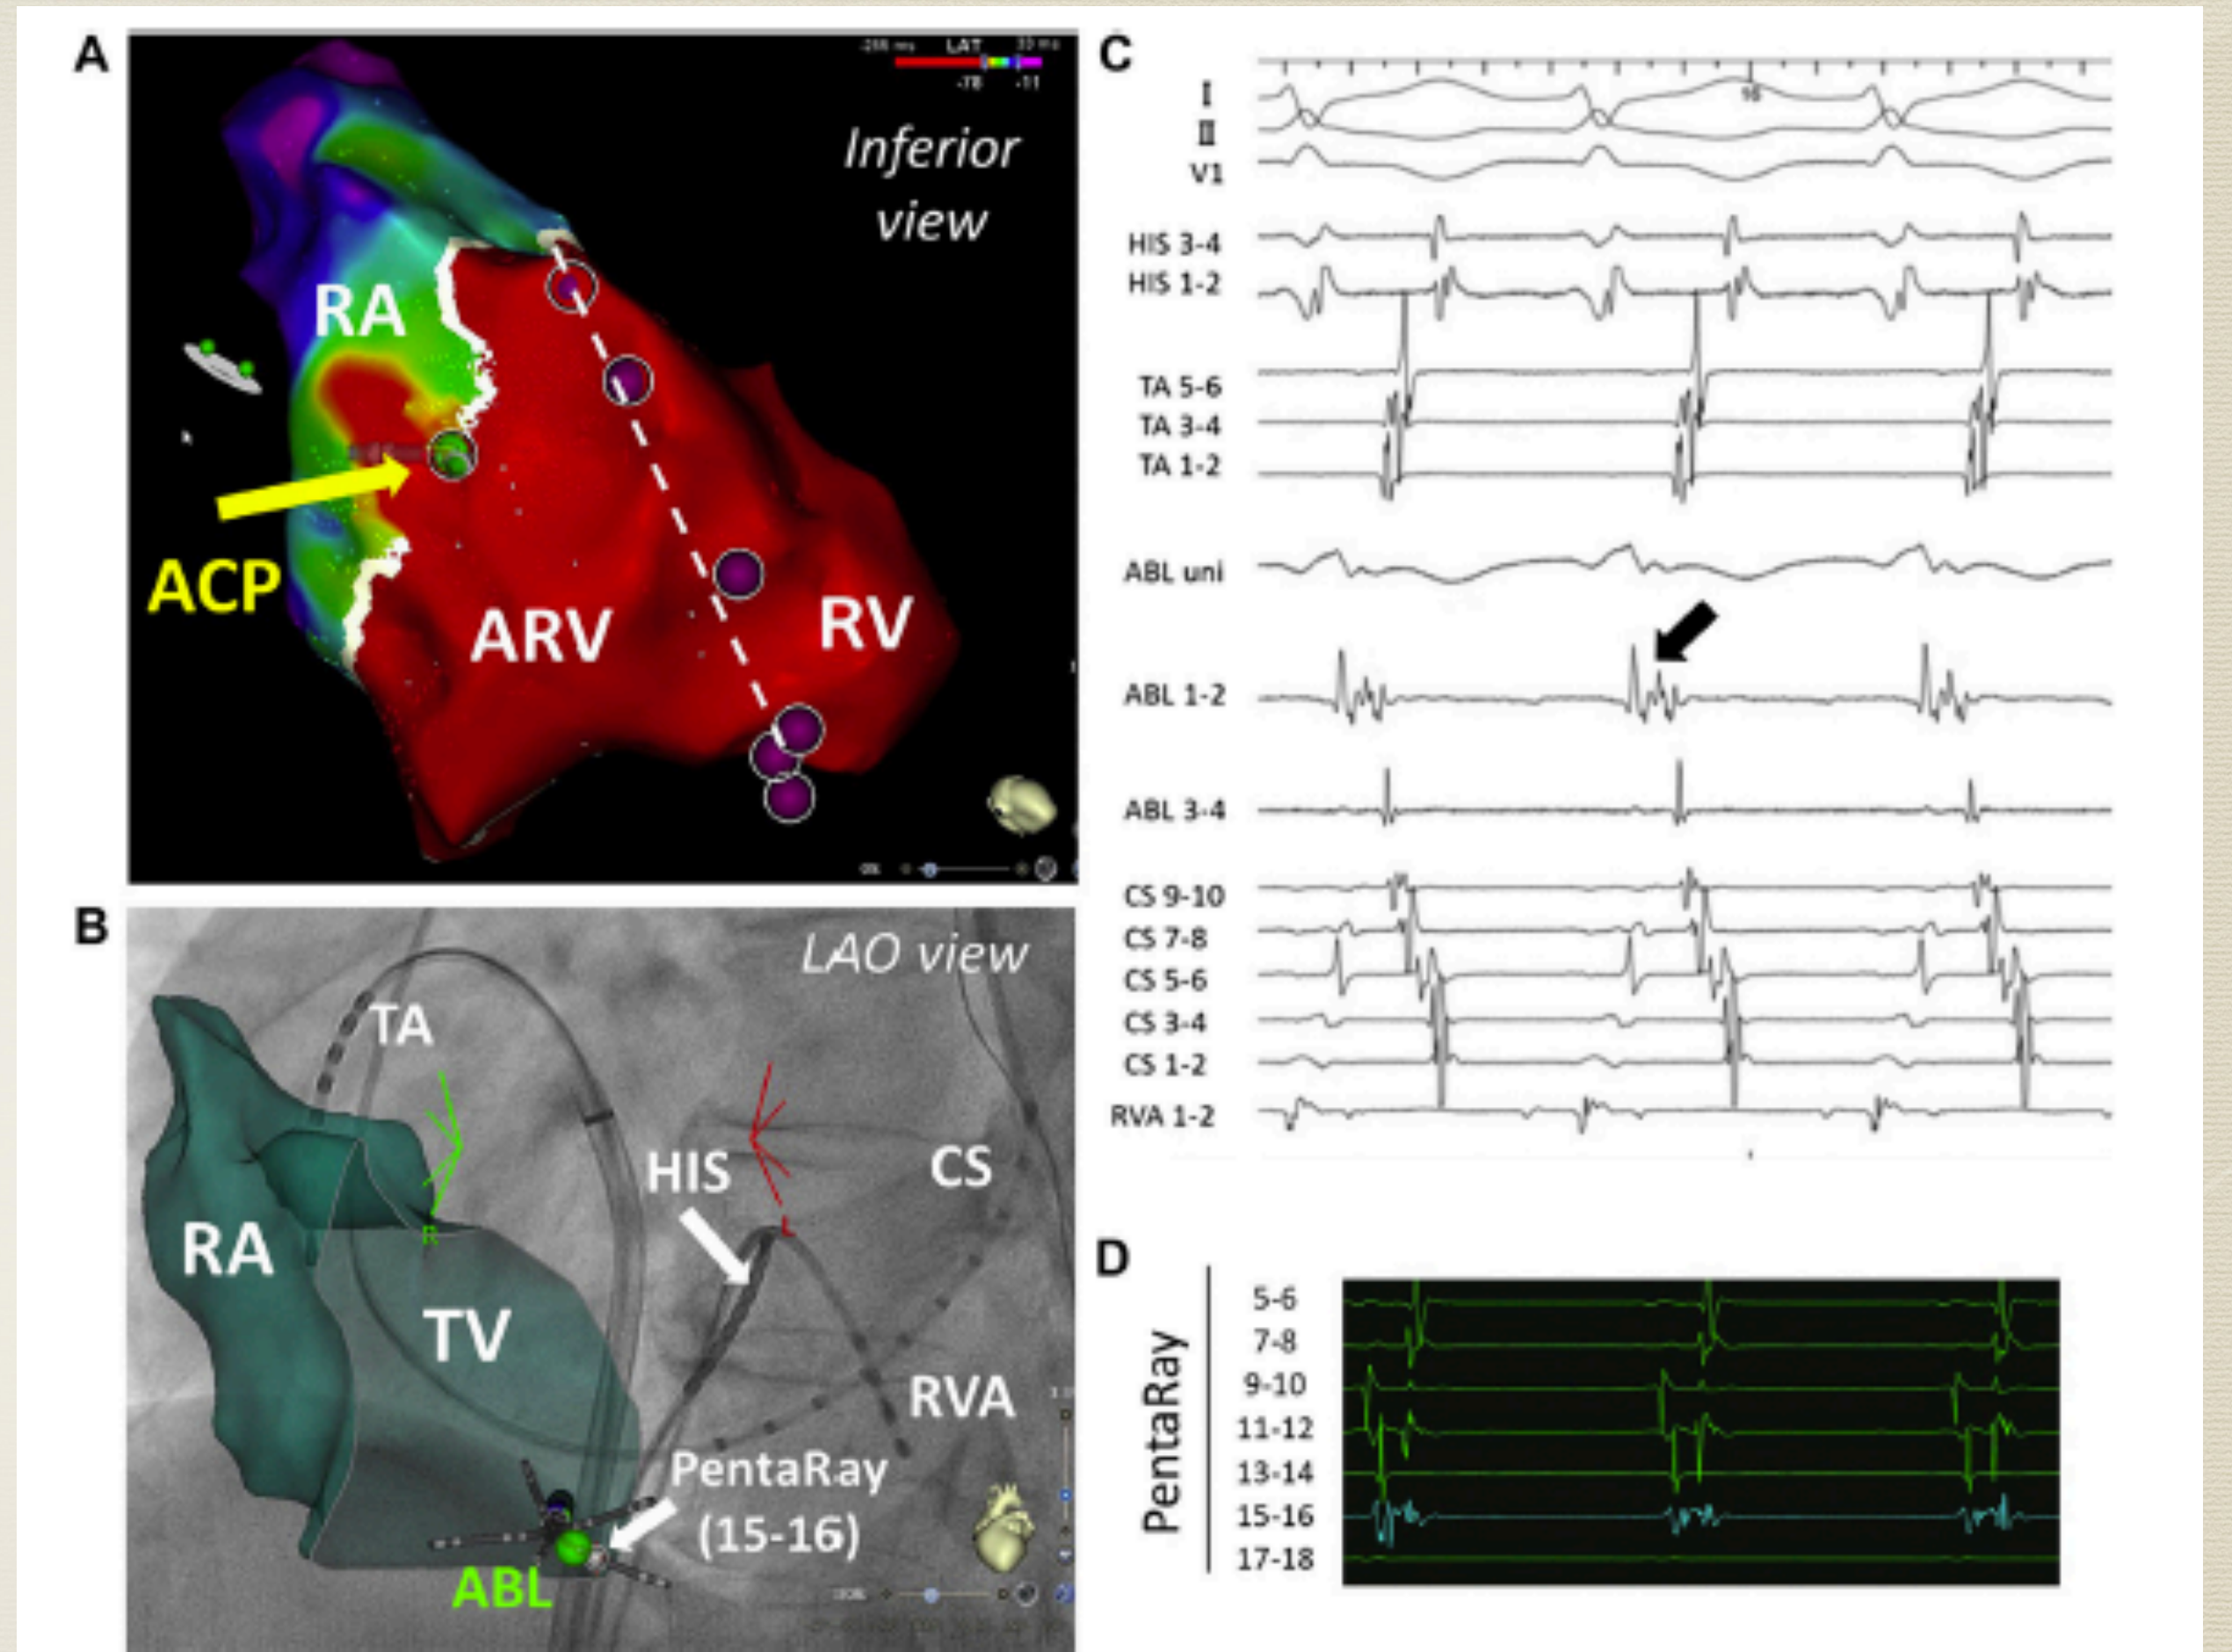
(A) A high-density activation map image taken during the atrioventricular reentrant tachycardia. An obvious gap is observed between the true tricuspid valve annulus (white lines) and the functional tricuspid valve annulus (white broken line, pink tags). The accessory pathway is visualized as a segment of continuous ventriculoatrial (VA) conduction (yellow arrow) on the true tricuspid valve annulus. (B) X-ray fluoroscopy imaging of the catheter's position was merged with a 3D mapping system. The success site was posterior to the true tricuspid valve annulus (green tag). (C) The ablation catheter at the accessory pathway shows continuous VA potentials (black arrow). (D) The local electrogram at the accessory pathway was recorded using a PentaRay catheter (Biosense Webster, Inc, Diamond Bar, CA). ABL, ablation catheter; ACP, accessory pathway; ARV, atrialized right ventricle; CS, coronary sinus; RA, right atrium; RV, right ventricle; RVA, right ventricular apex; TA, tricuspid annulus, TV, tricuspid valve.
